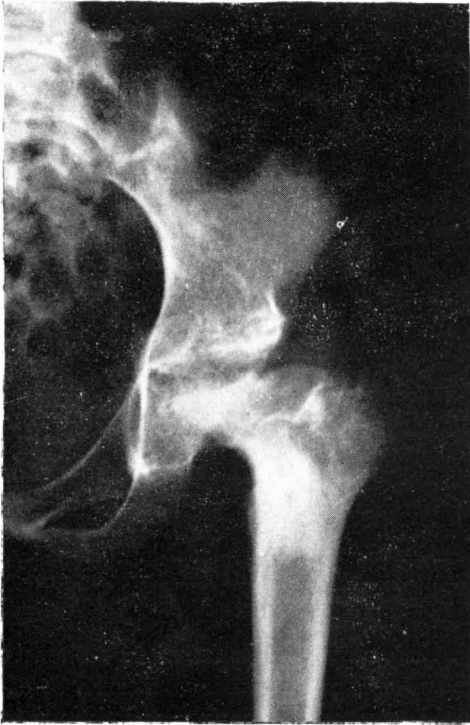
Radiografía de cadera del caso núm. 1 a los siete años de evolución, mostrando el crecimiento del espolón metafisario.
